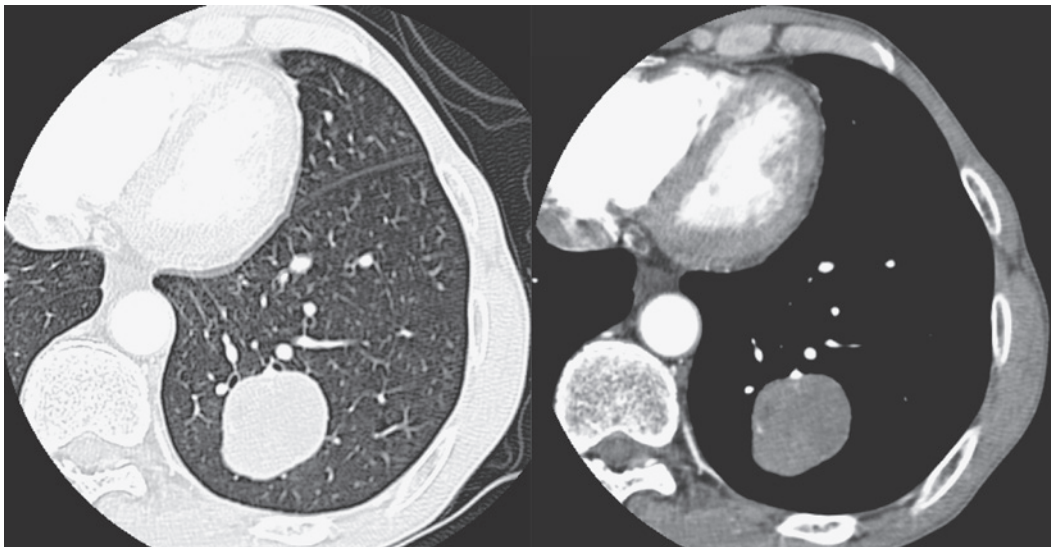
The chest CT showing a clearly smooth-surfaced tumor (4.0×3.2 cm) without enhancement at the left S¹⁰.
